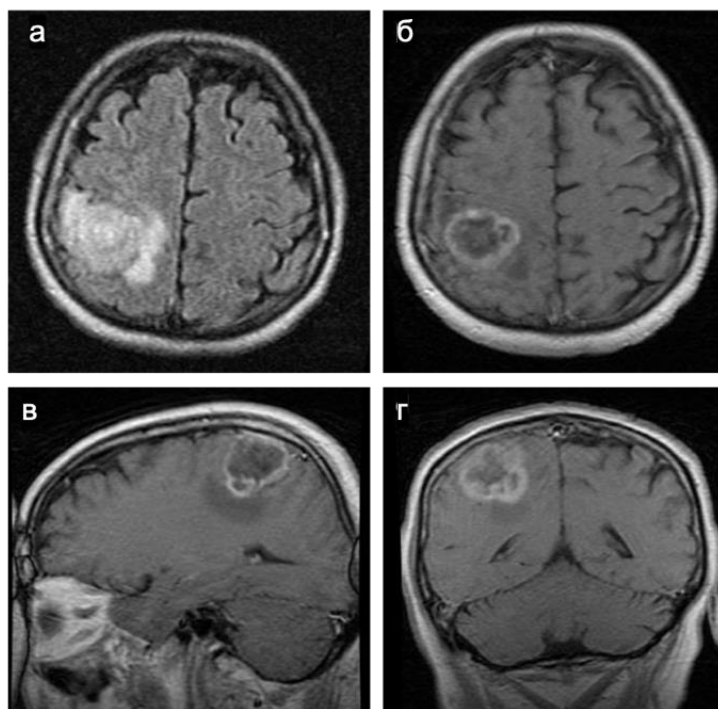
М., 59 лет, клиническое наблюдение 12. МРТ до операции. Внутримозговая опухоль правой теменной доли, прилегающая к прецентральной извилине. Опухоль кольцевидно накапливает контрастный препарат и окружена небольшой зоной отека/инfiltrации. а – аксиальная проекция, T2-FLAIR, б – аксиальная проекция, T1+C, в – сагиттальная проекция, T1+C; г – фронтальная проекция, T1+C.
